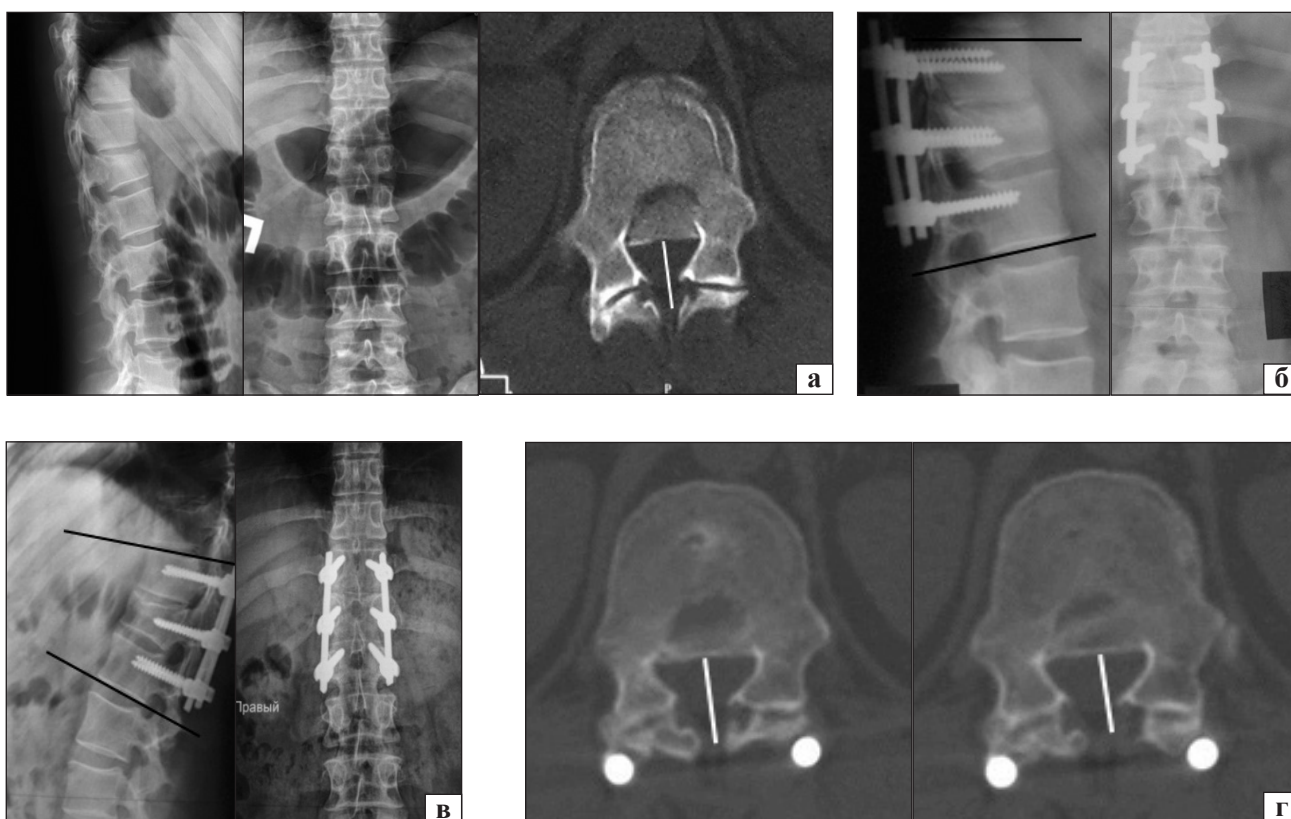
Рентгенограми та КТ-скани хворого: до (а) хірургічного втручання; після нього (б), через 2 роки (в, г) після операції
